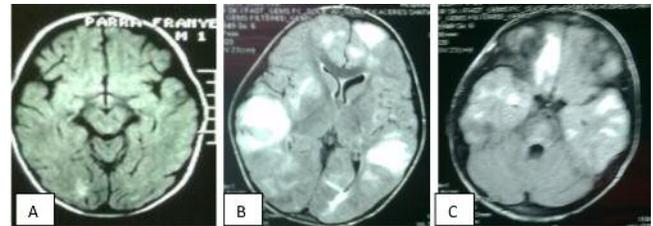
Corte axial de Resonancia Magnética Cerebral con contraste ponderadas en T2 y Flair donde se visualizan imágenes hiperintensas grandes que realzan a la administración del contraste sugestiva de desmielinización cerebral presentes en Encefalomielit Aguda diseminada (Imagen A,B,C).
